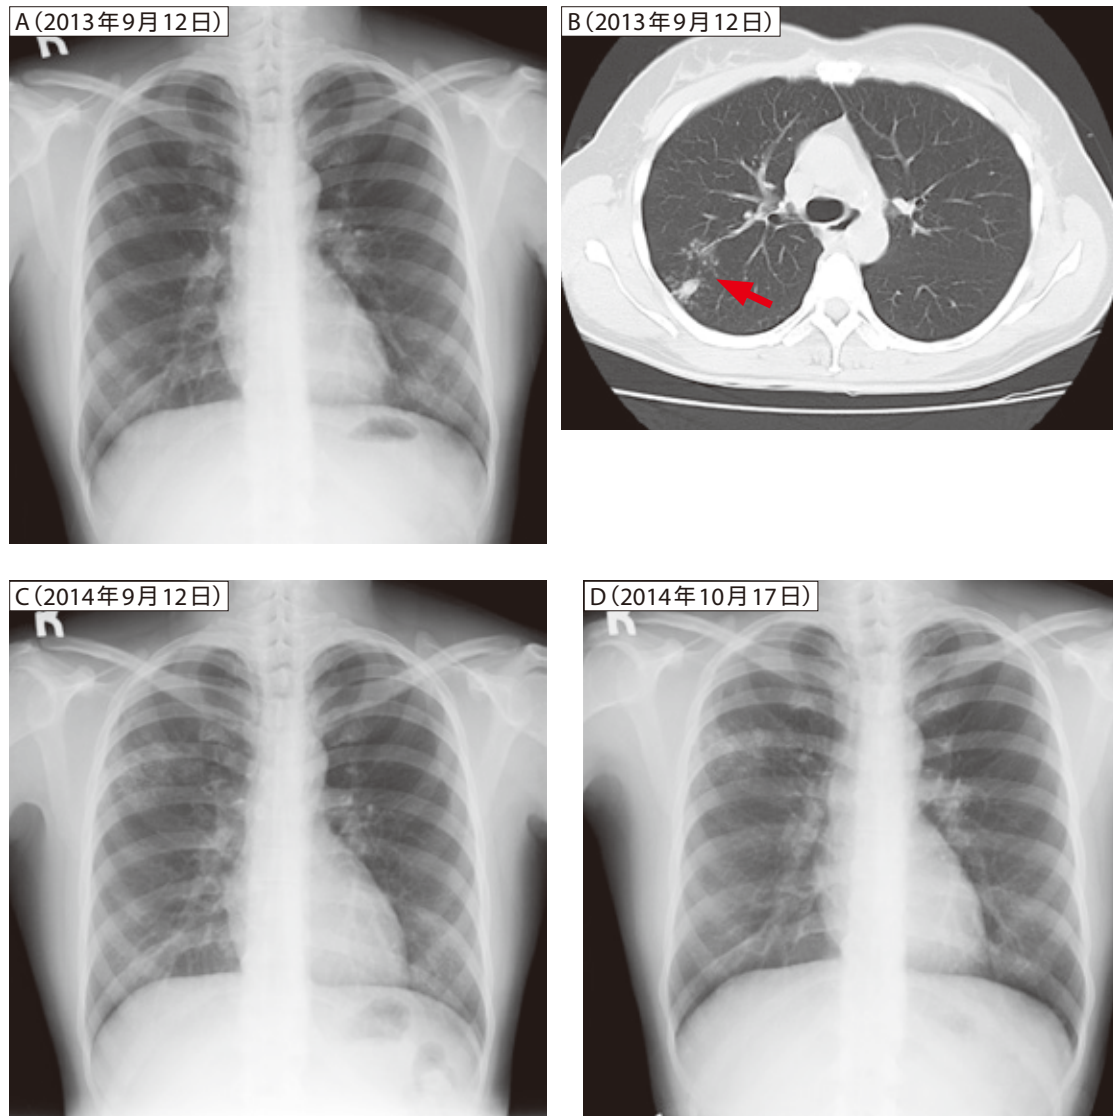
▶ 症例3の胸部X線写真(A, C, D)と胸部CT写真(B)
